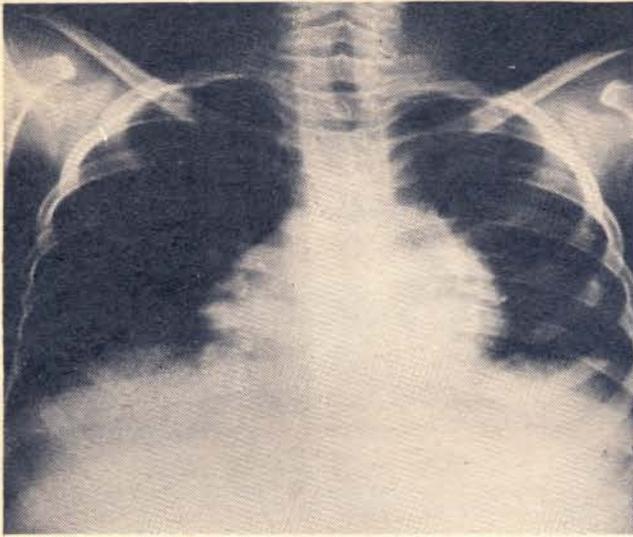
Radiografía del tórax, que muestra los hemidiafragmas elevados por masa abdominal en su parte superior.
